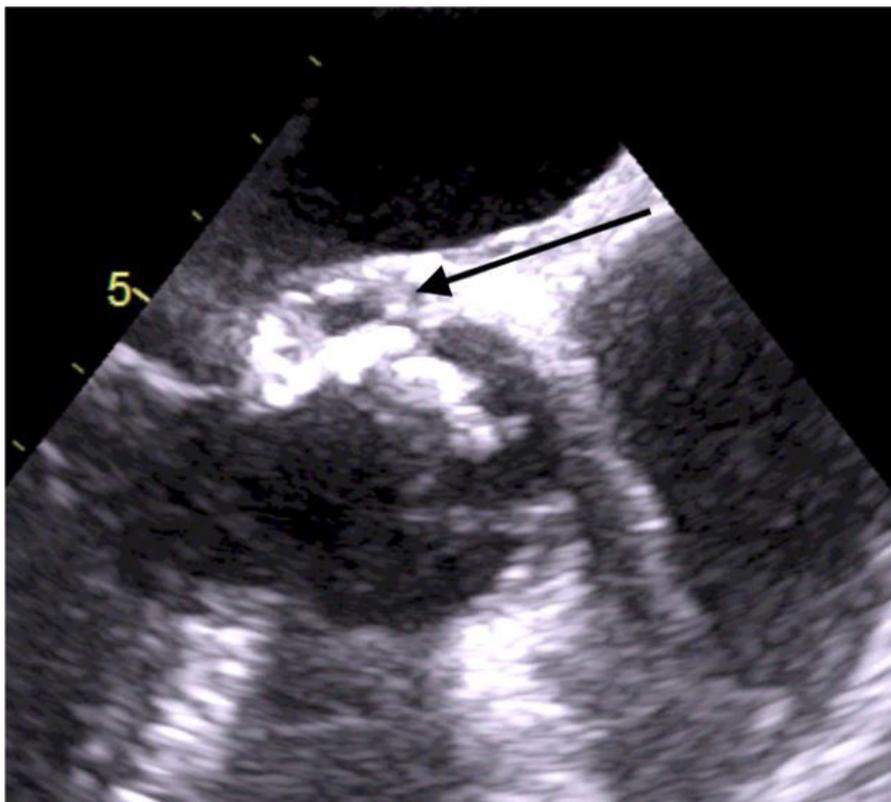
Ecocardiograma transesofágico que muestra engrosamiento en el anillo aórtico con zona hipodensa central que se extiende a la unión mitro aórtica y corresponde al absceso a este nivel (señalado con la flecha).
